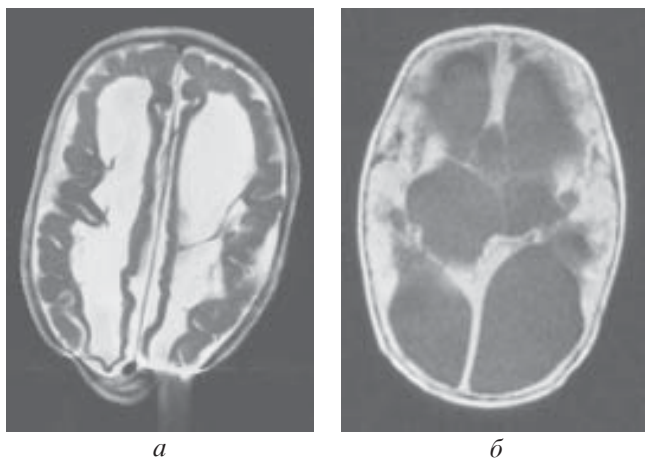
Пациент К. 11 мес. Внутриутробное инфицирование, ВЖК, менингоэнцефалит, вентрикулит, прогрессирующая гидроцефалия, фрагментация всех отделов желудочковой системы. Операция: эндоскопическая кистовентрикулостомия из прекокоронарных доступов с двух сторон, клапанная вентрикулоперитонеостомия: *а* — дооперационные МР-томограммы, *б* — МРТ-контроль через 3 мес. после операции
